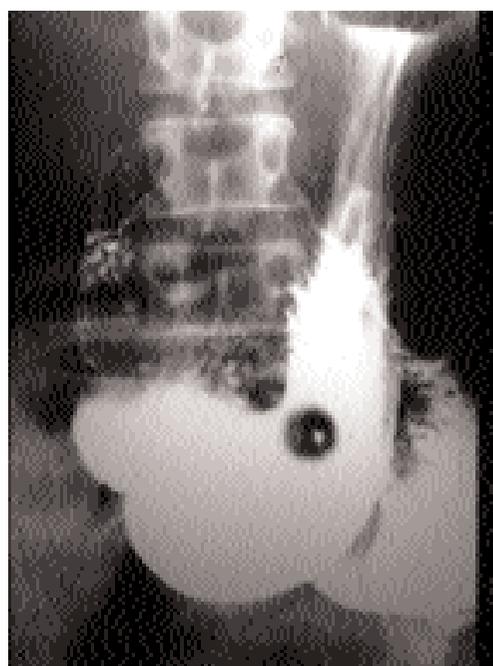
Radiografía de estómago que muestra una imagen redondeada en cara anterior que correspondía a un carcinoide gástrico único.
